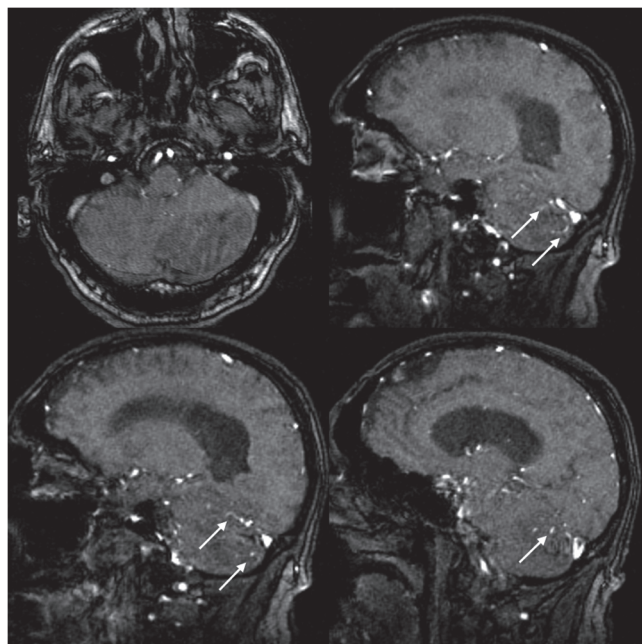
Imágenes volumétricas de angiografía por resonancia magnética, arterial (plano axial) y venosa (planos parasagitales). Se evidencian aislados elementos vasculares venosos superficiales (flechas) con una ausencia de componente arterial de la lesión.
